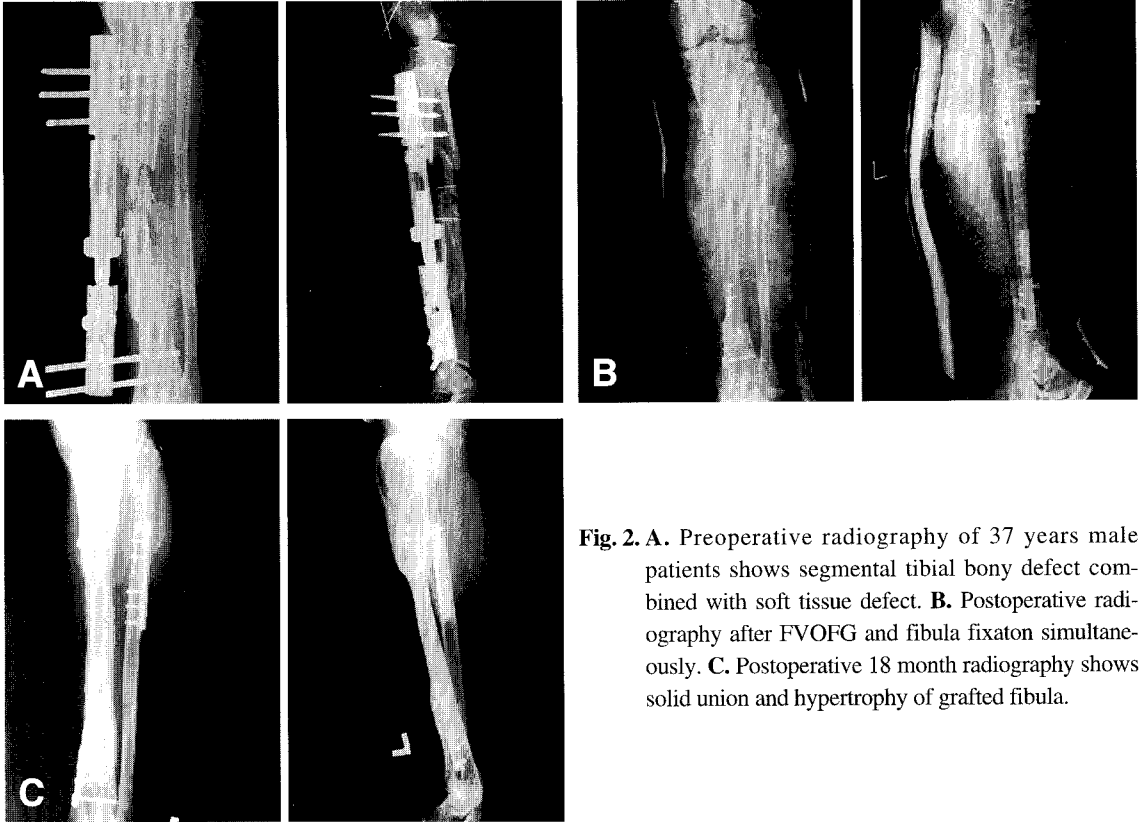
A. Preoperative radiography of 37 years male patients shows segmental tibial bony defect combined with soft tissue defect. B. Postoperative radiography after FVOFG and fibula fixation simultaneously. C. Postoperative 18 month radiography shows solid union and hypertrophy of grafted fibula.
